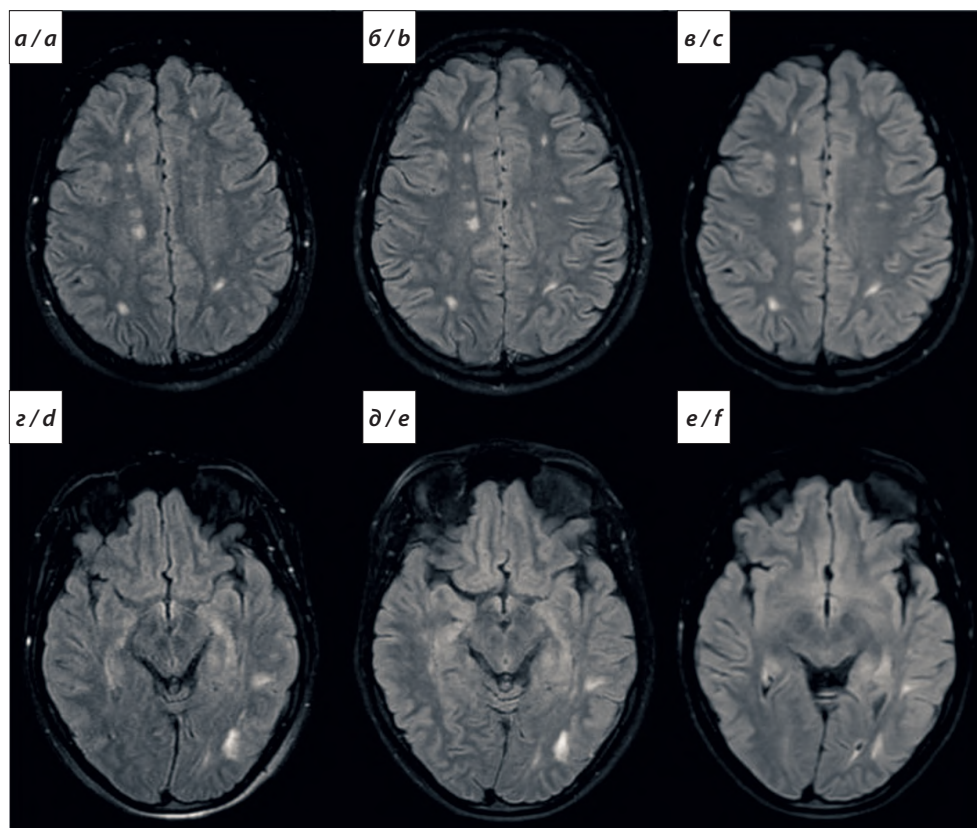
МРТ головного мозга пациентки с мультифокальной воспалительной ЛИЛЭ.
